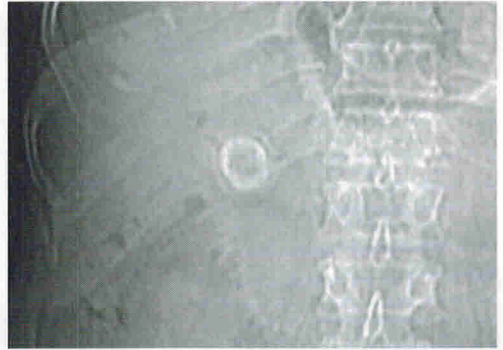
Желчнокаменная болезнь у больного З., 45 лет. На цифровой рентгенограмме определяется тень конкремента в желчном пузыре (в проекции печени).
